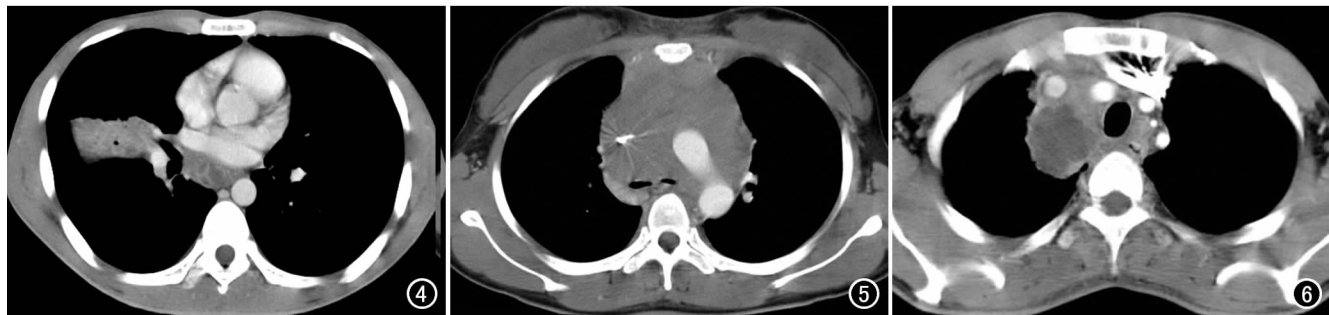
纵隔淋巴结和支气管结核。CT 增强扫描示 8 区淋巴结肿大,呈环形、分隔样强化,右中叶外段支气管狭窄并肺不张。
